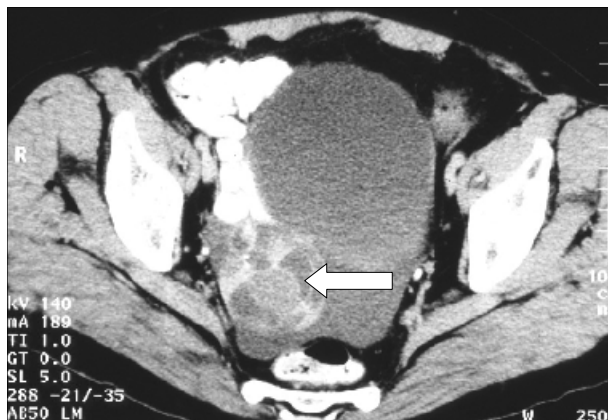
TC pélvico após contraste endovenoso: struma ovarii do ovário direito, evidenciando áreas quísticas e captação de contraste nos septos e outras porções sólidas.
